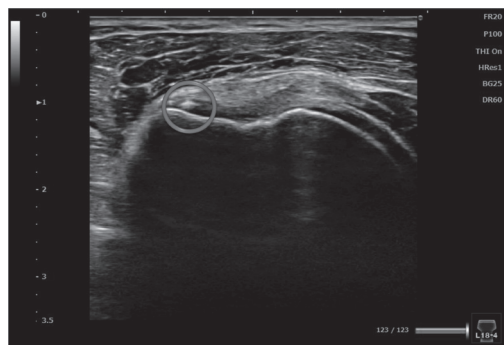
特徴的な超音波画像所見（肩甲下筋の石灰）
